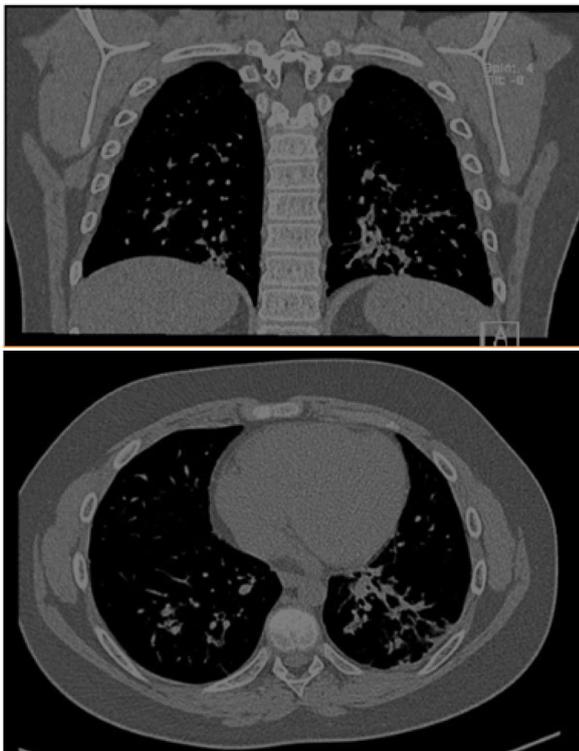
TAC pulmonar corte coronal y axial donde se visualizan signos radiológicos de neumonía organizada.
